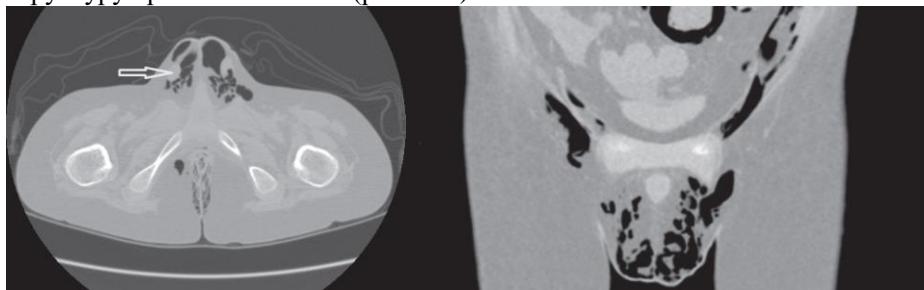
КТ мошонки. Черным цветом визуализируются прослойки воздуха в мошонке и распространение на переднюю брюшную стенку.
